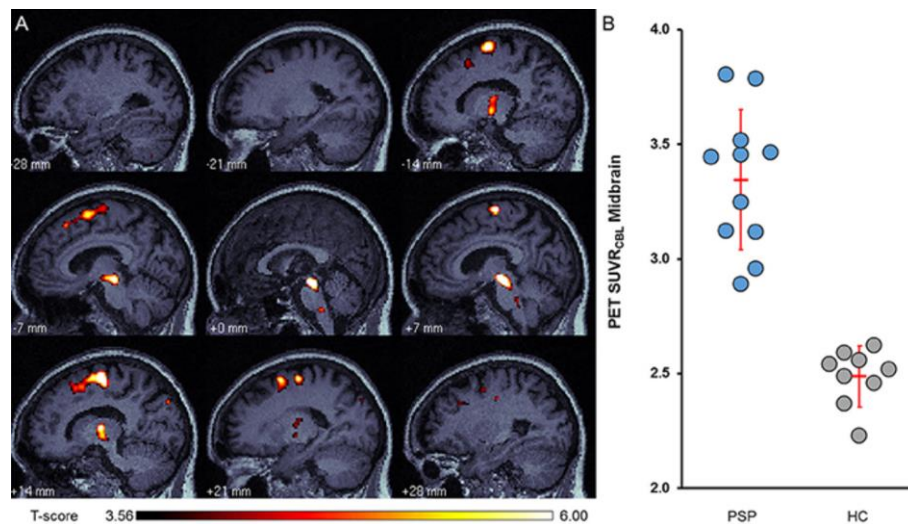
Vergleich der regionalen Kartierung von Tau-Ablagerungen sowie quantitativer SUVR-Werte im Mittelhirn zwischen PSP-Patienten und gesunden Kontrollen. (A) Regionale Kartierung der Tau-Ablagerungen bei PSP-Patienten im Vergleich zu gesunden Kontrollen. Die T-Score Karten sind auf ein hausinternes MRT-Template projiziert. (B) Quantitative SUVR-Werte im Mittelhirn zeigen einen großen Unterschied zwischen PSP-Patienten und gesunden Kontrollen.
